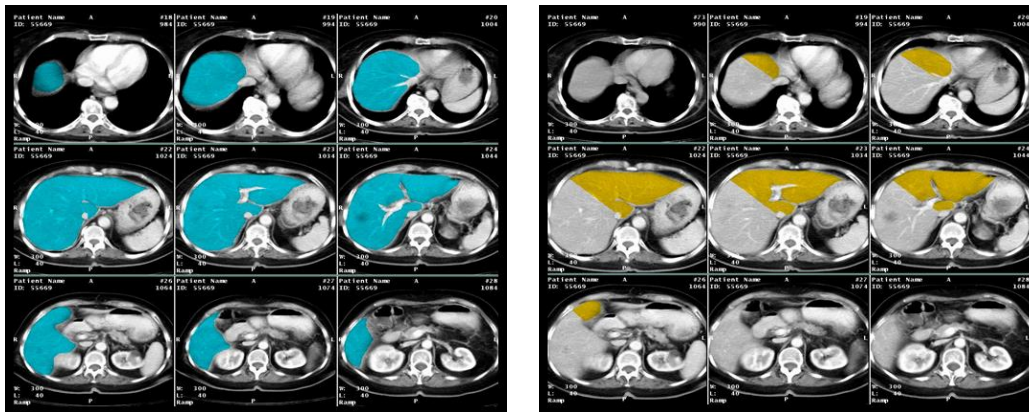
Cálculo del volumen hepático mediante TAC
